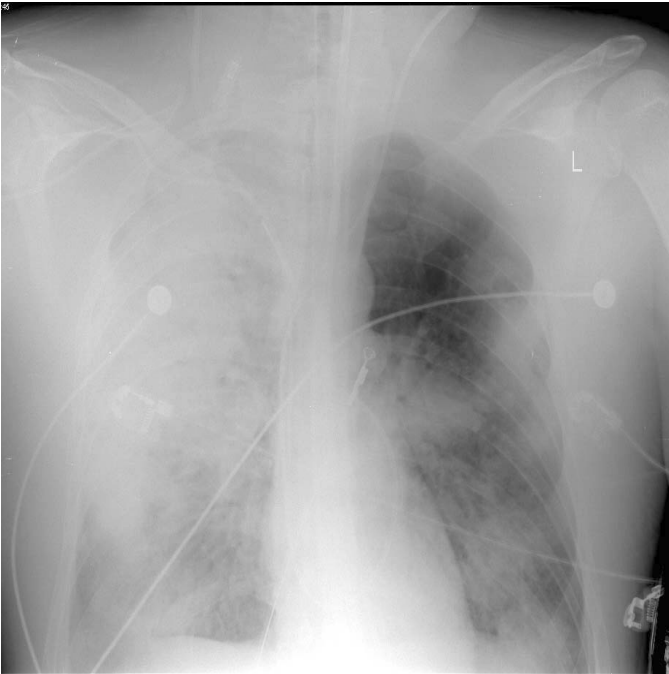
Röntgen des Thorax bei einem Patienten mit schwerer Pneumonie (Pneumokokken).
